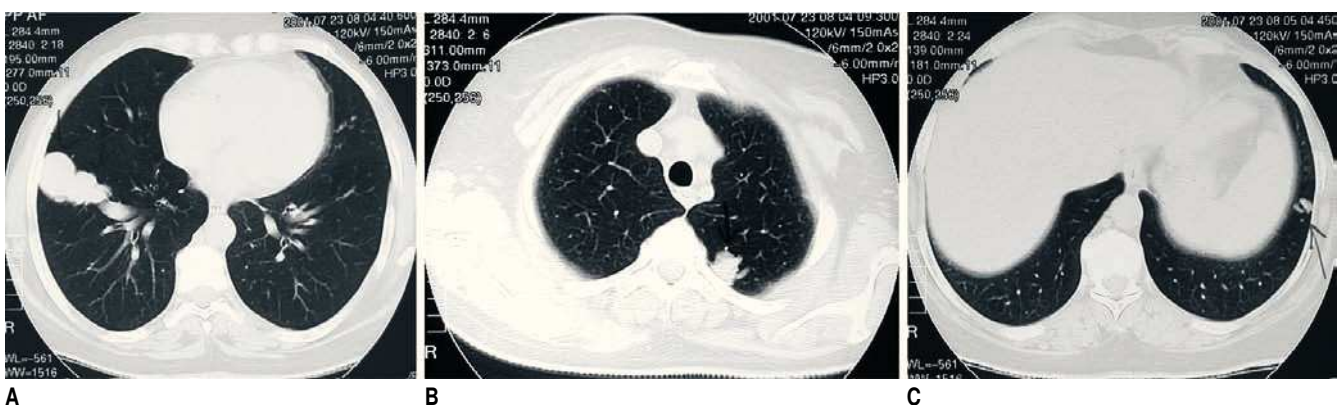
Tomografia computadorizada do tórax – A) Formações tubulares entre o segmento posterior do lobo superior direito e o segmento apical do lobo inferior; B) Outra formação nodular no segmento ápico-posterior do lobo superior esquerdo; C) Uma formação nodular de menores dimensões na base pulmonar esquerda.
